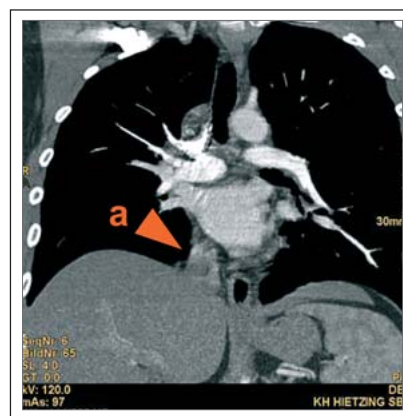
Computertomographie: (a) Die Lebervenen münden über ein kurzes, gemeinsames Gefäß direkt in den rechten Vorhof.
